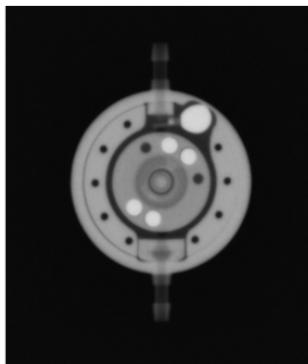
X-ray image (adjustable gravitational unit preset to 20 cmH₂O; differential pressure unit: 5 cmH₂O)
